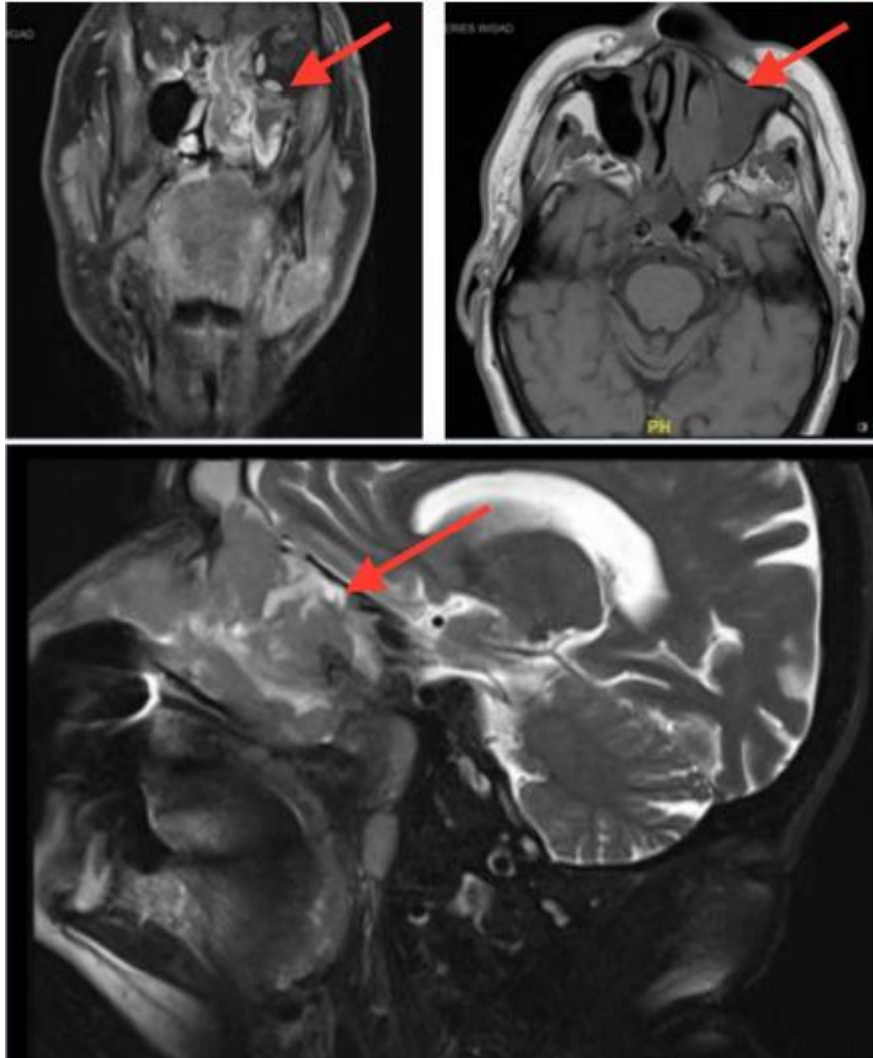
Resonancia magnética: Carcinoma sinonasal indiferenciado.²⁸
